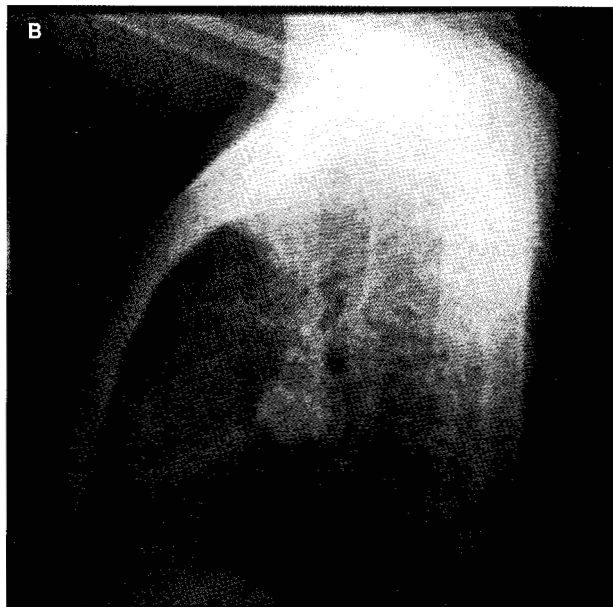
A y B: Radiografías de tórax AP y lateral que muestran una imagen radiopaca con bordes bien definidos en la zona parahiliar derecha que comunica con otra imagen de las mismas características; ambas forman una imagen a nivel de la orejuela derecha con figura de guarismo "8" acostado.
